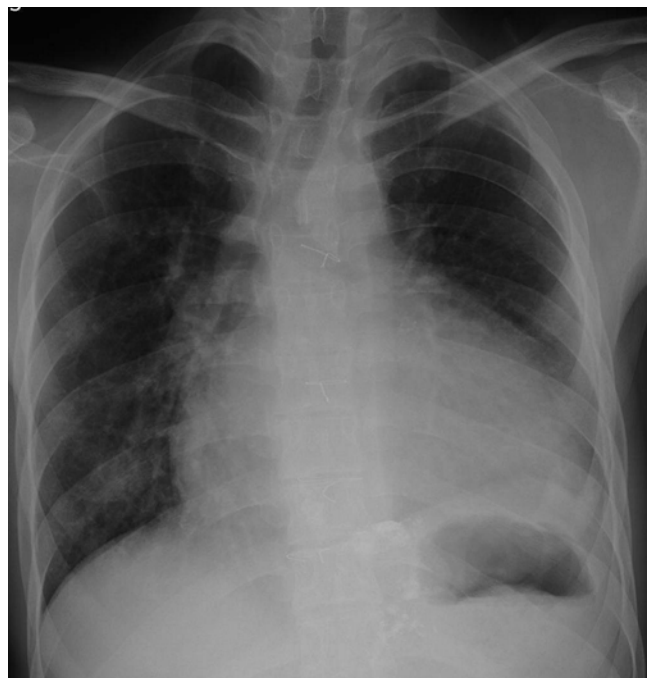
Chest x-ray of a patient with repaired tetralogy of Fallot demonstrates the enlargement of the right ventricle and right atrium.
